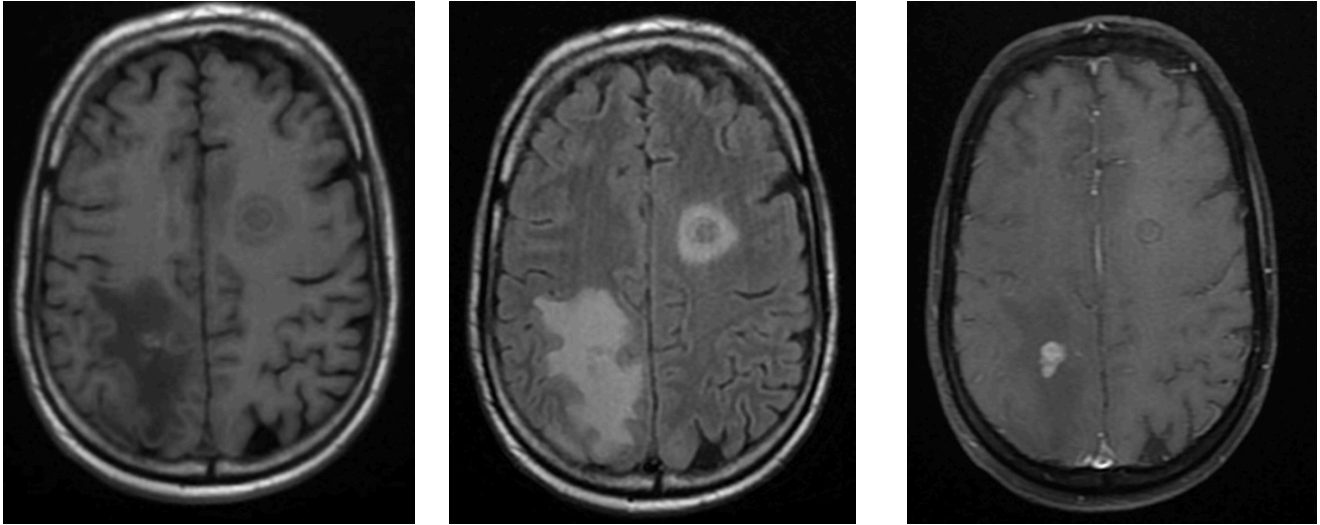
Estudio de resonancia magnética potenciada en T1, FLAIR y T1 con gadolinio, se observan múltiples masas intraaxiales en la unión de la sustancia gris y blanca supra e infratentorial con realce periférico asociado a edema vasogénico en el lóbulo parietal derecho.
